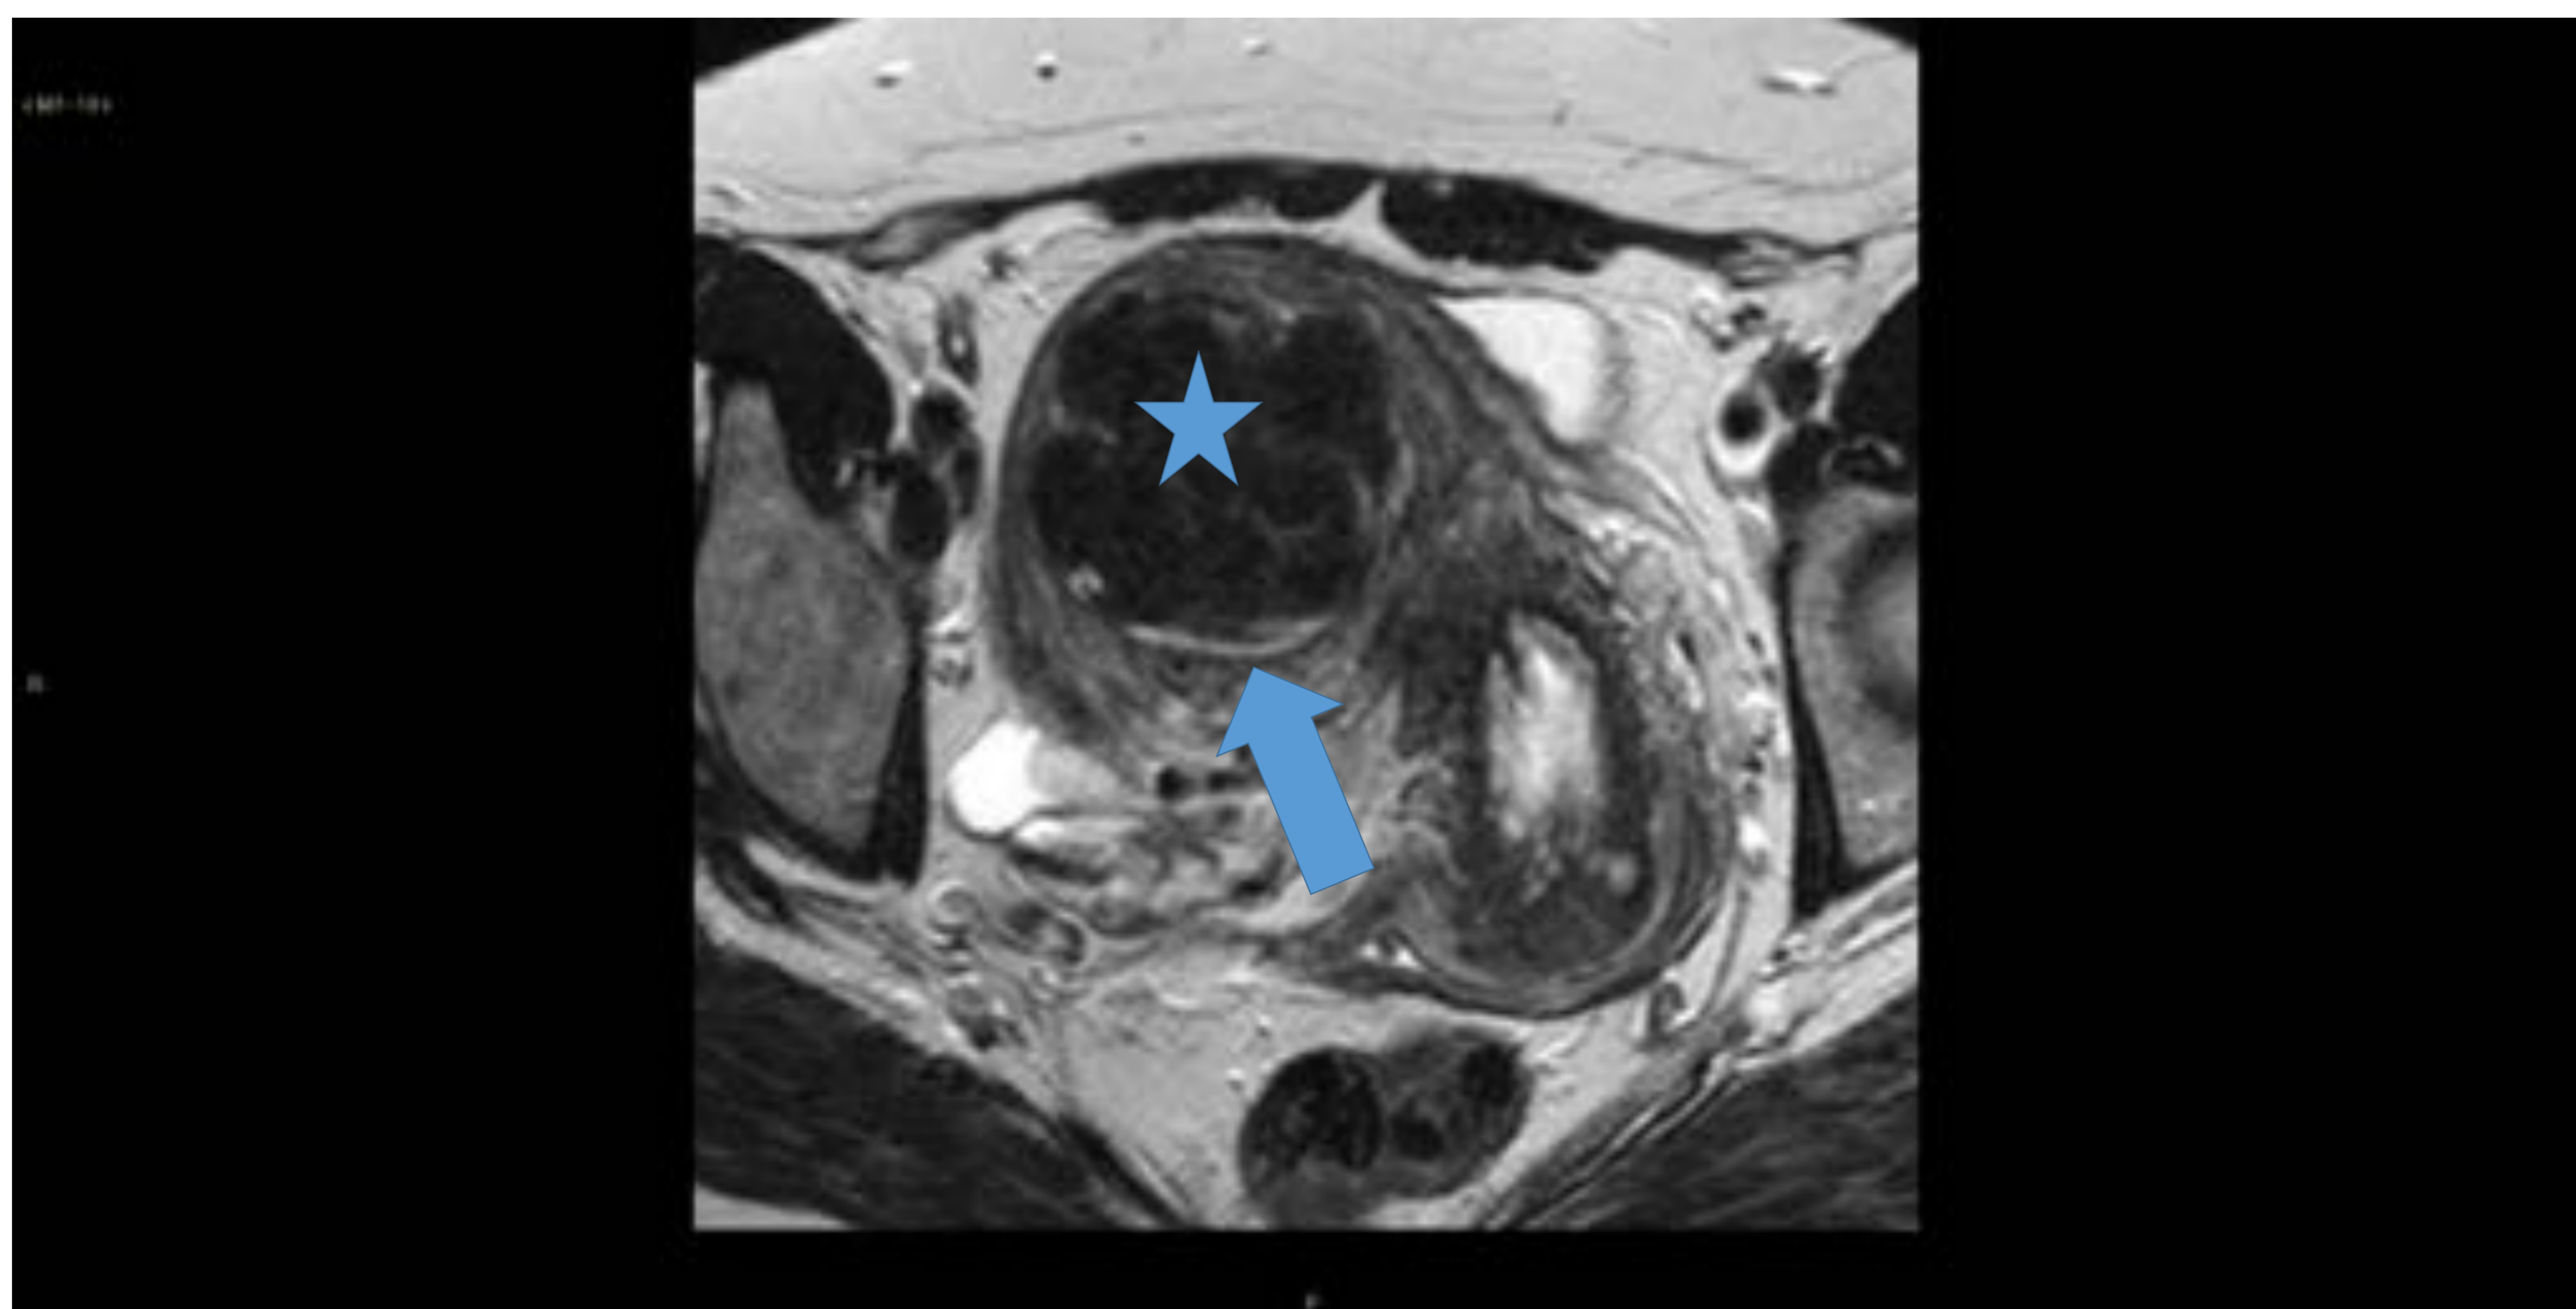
Imagen axial de RM pélvica en secuencia T2 sin supresión grasa. Leiomioma no degenerado en cara anterior de cuerpo uterino.
